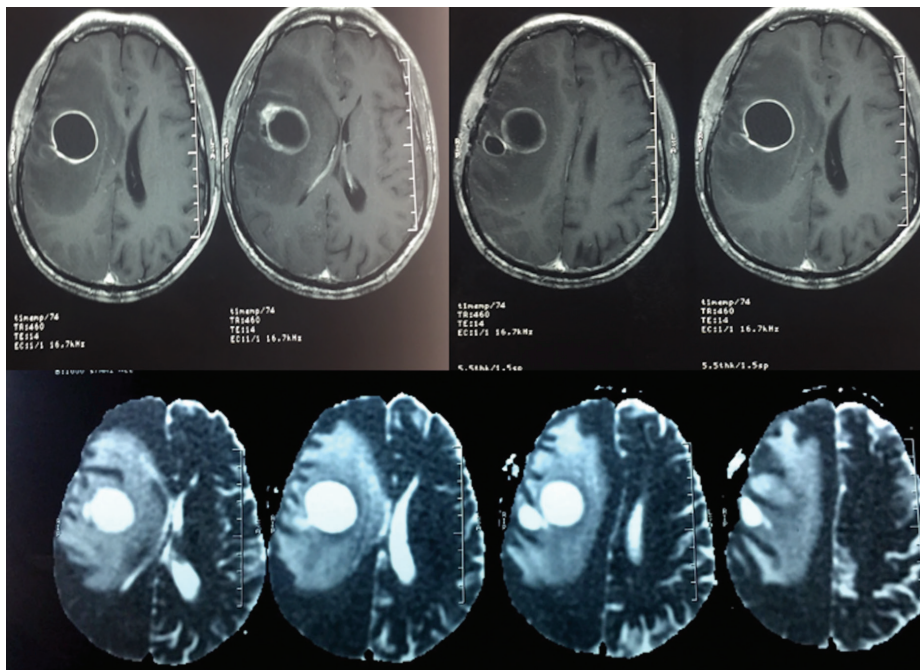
Brain contrast-enhanced MRI showing a mass with irregular enhancement in the right parietal lobe
